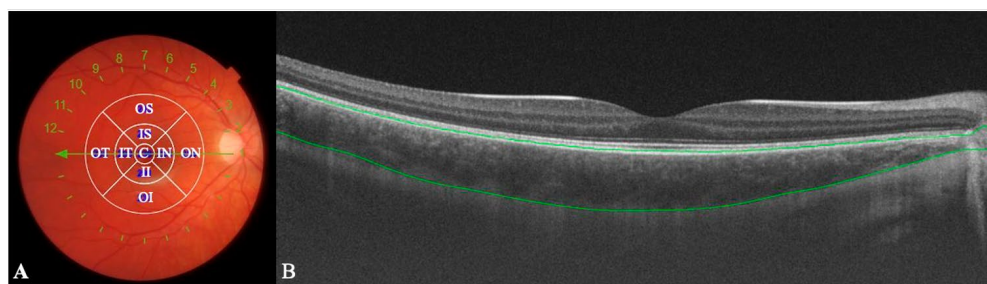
Optical coherence tomography was used to evaluate choroidal thickness*
